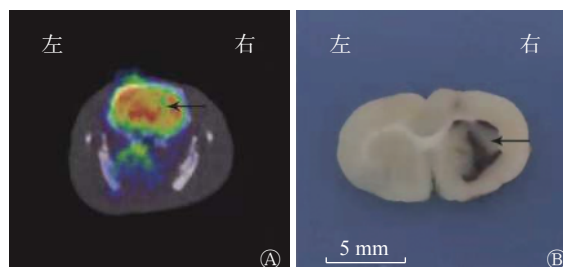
脑出血模型组大鼠 ¹⁸F-FDG micro-PET/CT 横断位显像图(A)与脑血肿解剖图(B) A 图显示大鼠大脑右侧基底节区见不规则状 ¹⁸F-FDG 摄取减低或缺损区(箭头所示), 其位置、形态、大小与 B 图大体解剖的血肿基本一致(箭头所示)。FDG 为氟脱氧葡萄糖; PET/CT 为正电子发射断层显像计算机断层摄影术
